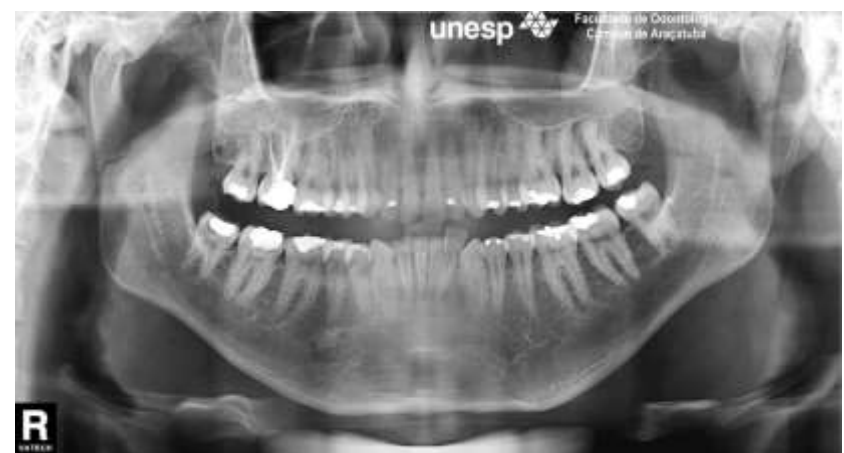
Radiografia panorâmica de paciente após traumatismo maxilomandibular evidenciando fratura do côndilo mandibular direito
